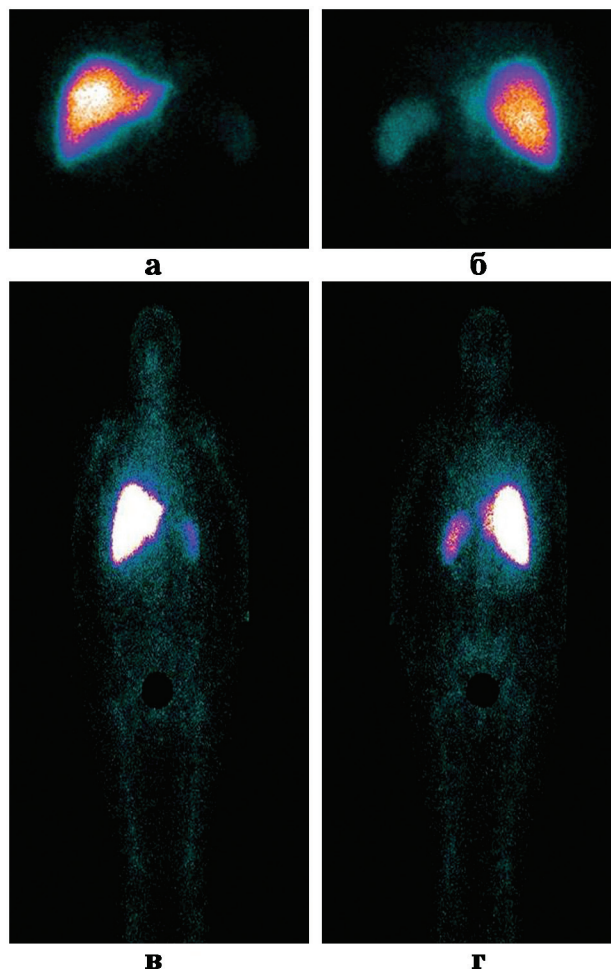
Сцинтиграммы печени и селезенки в норме у обследованного Б. 33 лет в передней (а) и задней (б) проекциях; сцинтиграммы в режиме «все тело» в передней (в) и задней (г) проекциях
